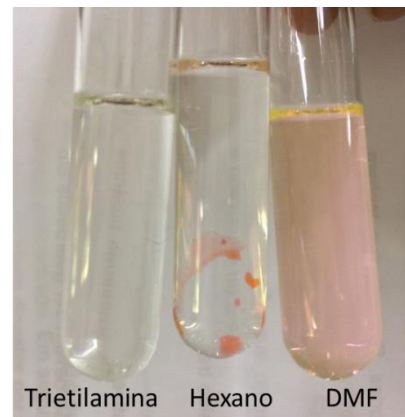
Diferentes características de solubilidade da amostra de BT-D-Giem. O produto foi totalmente insolúvel em trietilamina (esquerda), insolúvel com formação de corpúsculos em hexano (centro) e totalmente solvatado em dimetilformamida (direita).
